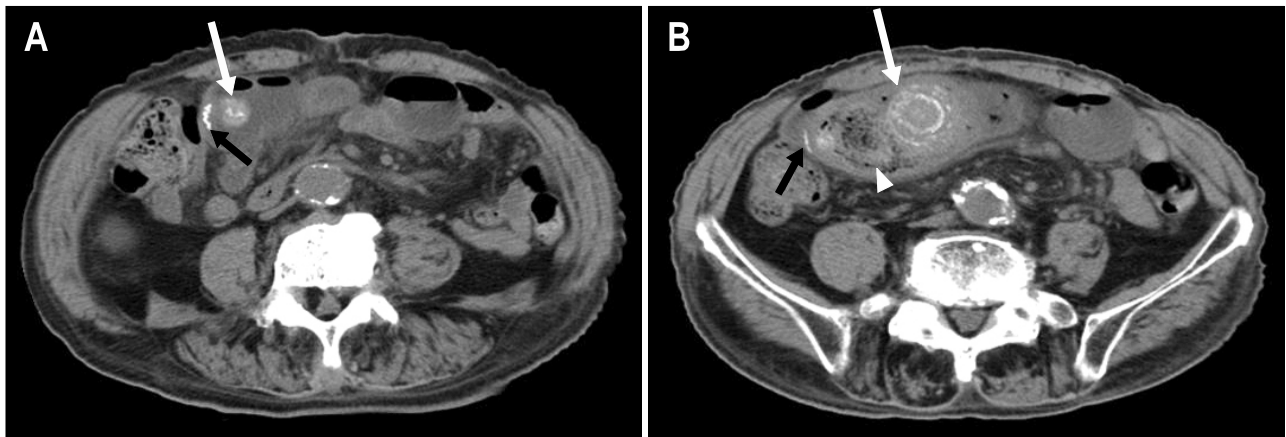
Abdominopelvic CT findings. (A) CT revealed round 15 mm-sized enterolith with dense calcification (white arrow) and radiopaque surgical material (black arrow) at the previous anastomotic site. (B) Lower image cut showed 43 mm sized-enterolith with laminated calcification (white arrow), 35 mm sized-enterolith containing mottled gas (arrowhead) and radiopaque surgical material (black arrow) at the previous anastomotic site.
